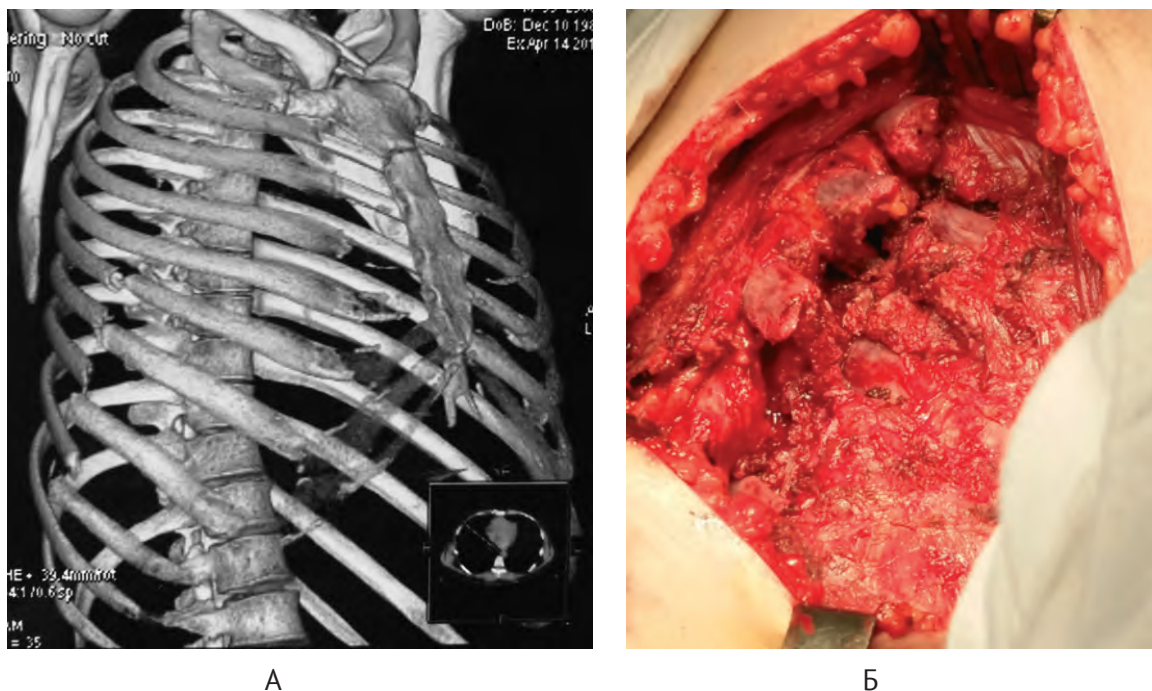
Поранений К., 41 рік, множинні переломи ребер справа з формуванням хибних суглобів після перелому: А – 3D-реконструкція на комп'ютерній томографії ОГК; Б – інтраопераційна картина.
